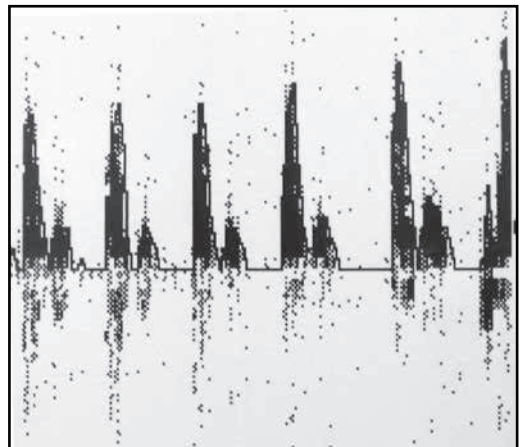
La ausencia de flujo telediastólico positivo en este paciente en muerte encefálica se acompaña de un registro sonográfico Doppler de Separación Diástole-sístole
